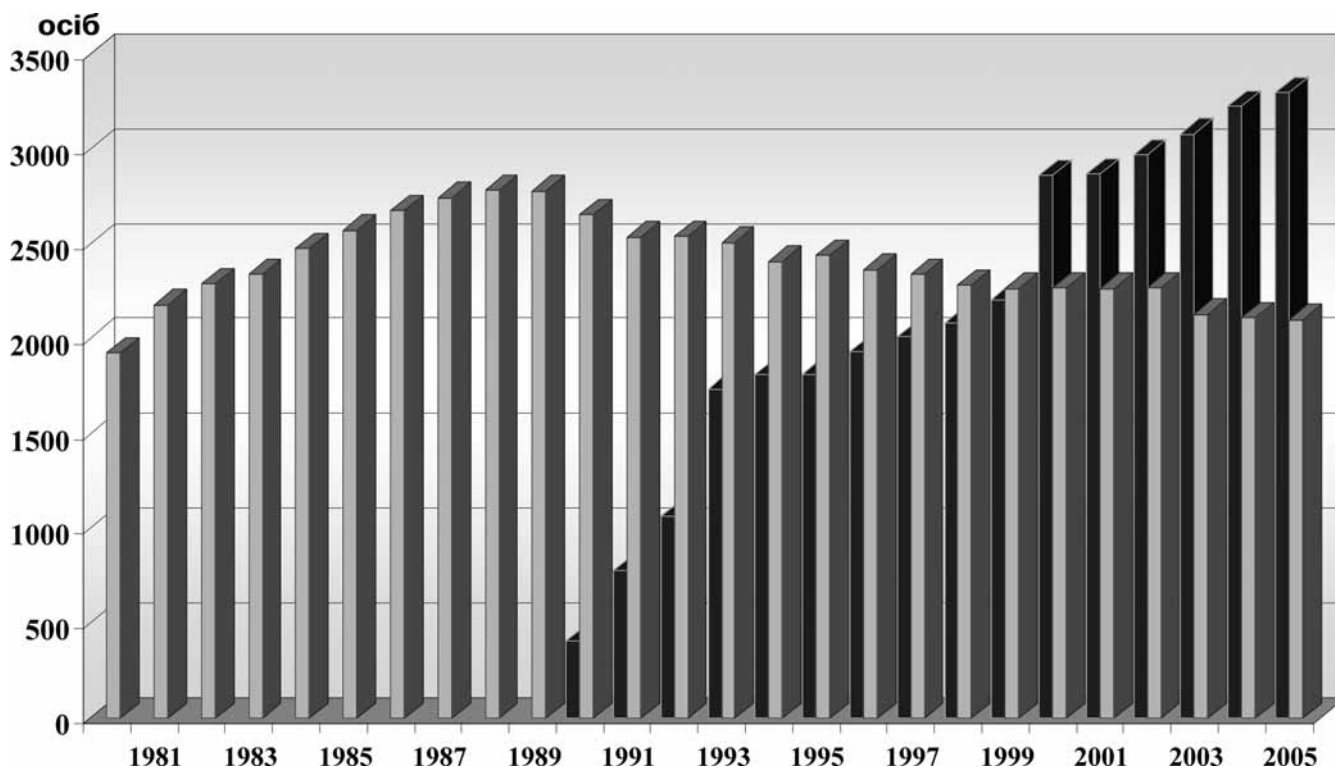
Динаміка чисельності медичних радіологів та рентгенологів на централізованому ІДК за 1981–2005 рр.
